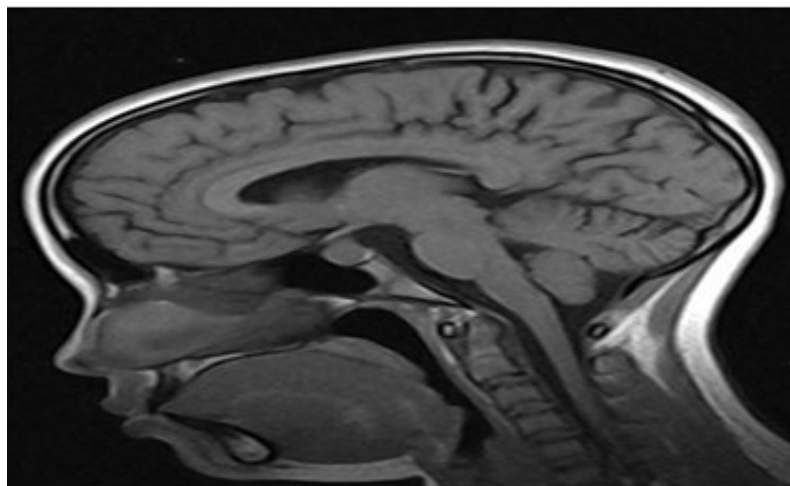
Imagen de resonancia magnética de la silla turca aumentada.
